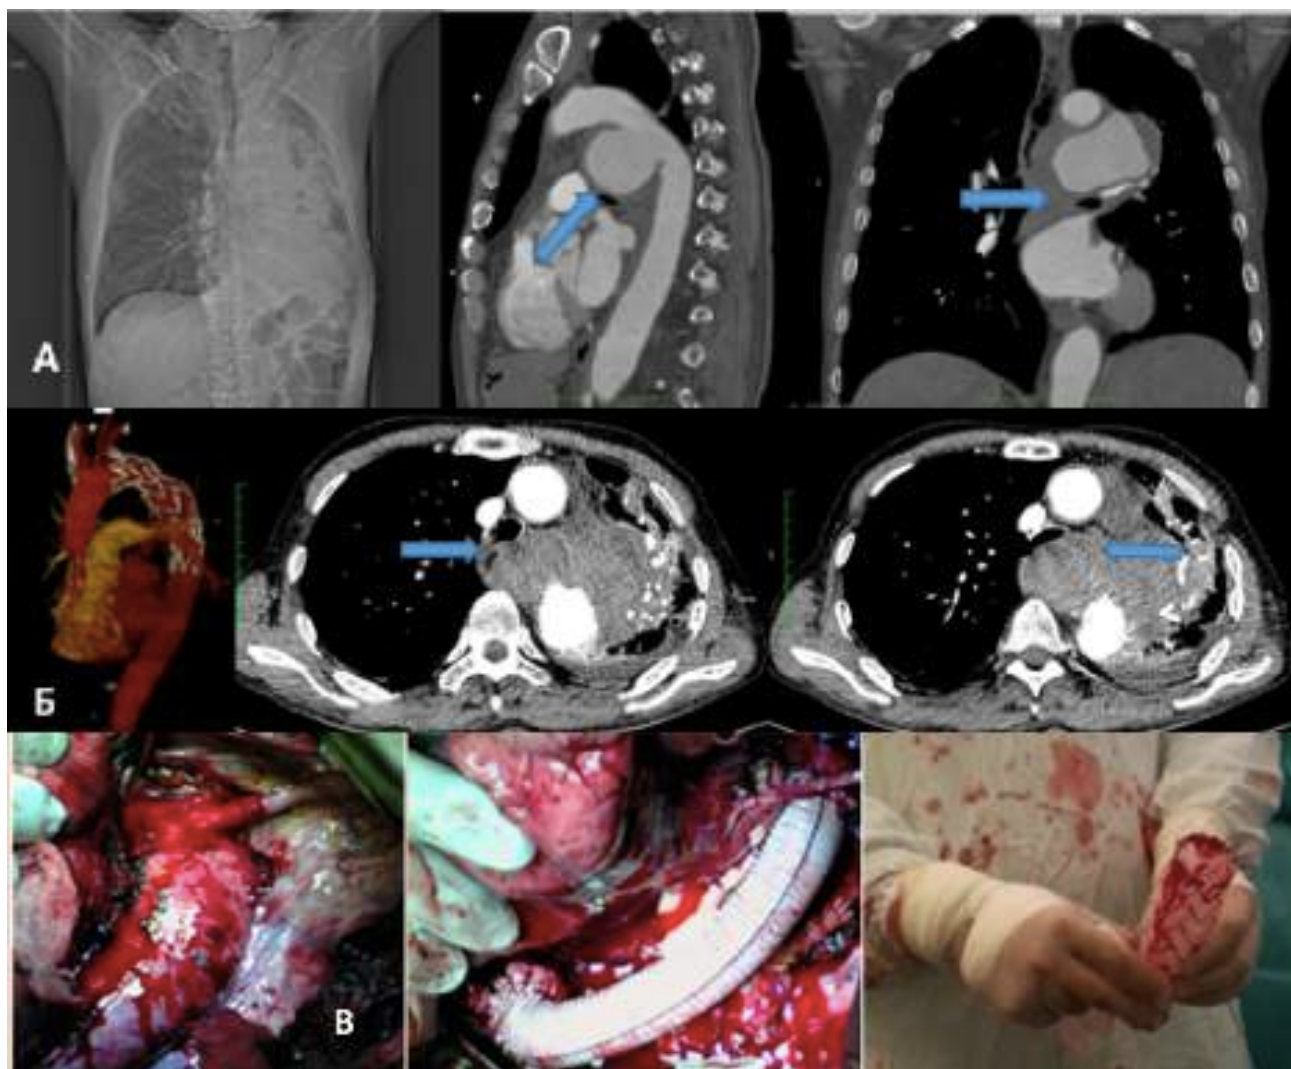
КТ аорты и мягких тканей у пациента с эмпиемой плевры
